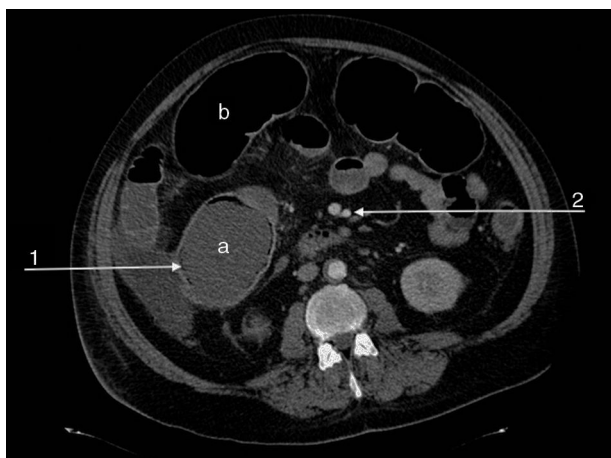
Imagen de angio-TC abdominal en la que se observa importante dilatación del ciego (a) y del colon transverso (b). La pared del ciego presenta neumatosis (flecha 1) y existe permeabilidad de la arteria y vena mesentérica superior (flecha 2).
